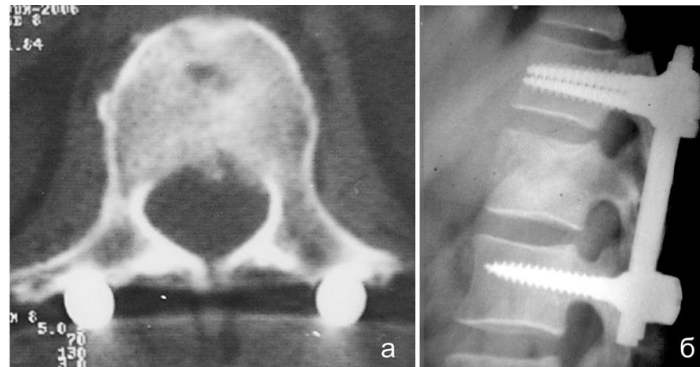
Исход оперативного лечения перелома L₁ позвонка: а – компьютерная томограмма через 1 год после операции; б – профильная спондилограмма через 4 года после операции
